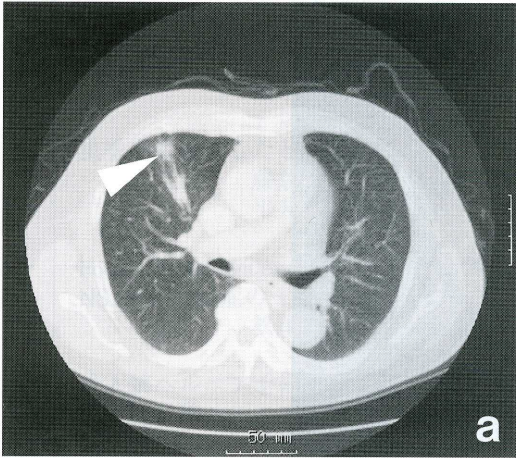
胸部 CT 所見. (a) 右中肺葉末梢に炎症後の硬化性病変(矢印), (b) 縦隔リンパ節の腫脹がみられた(矢印).
